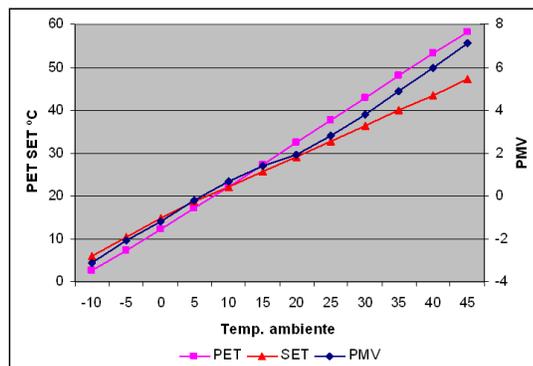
Evaluación de la incidencia de la temperatura sobre los resultados de las ecuaciones del PET, SET y PMV
